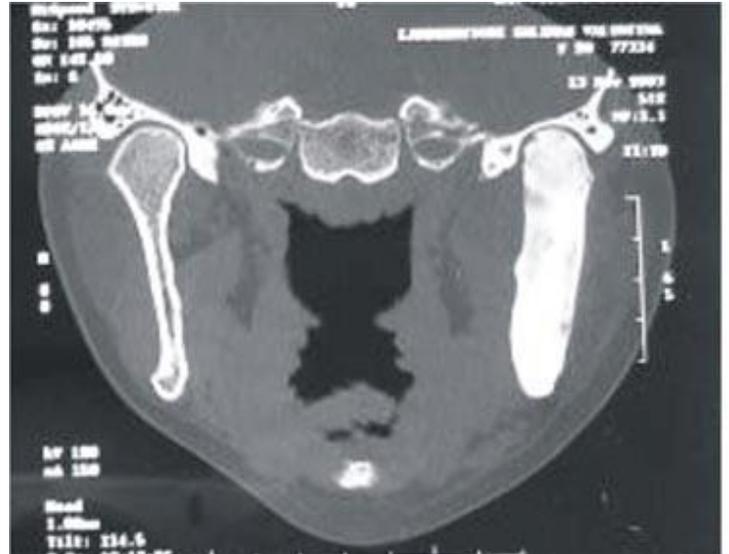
TAC corte axial mandíbula.
